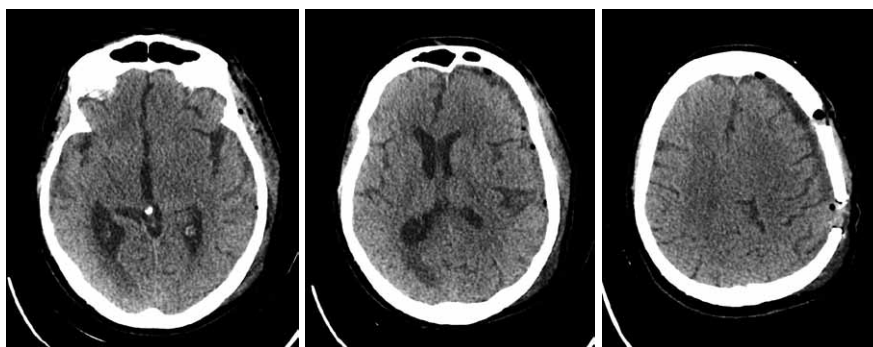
КТ головного мозга пациентки после операции (3-е сутки)
